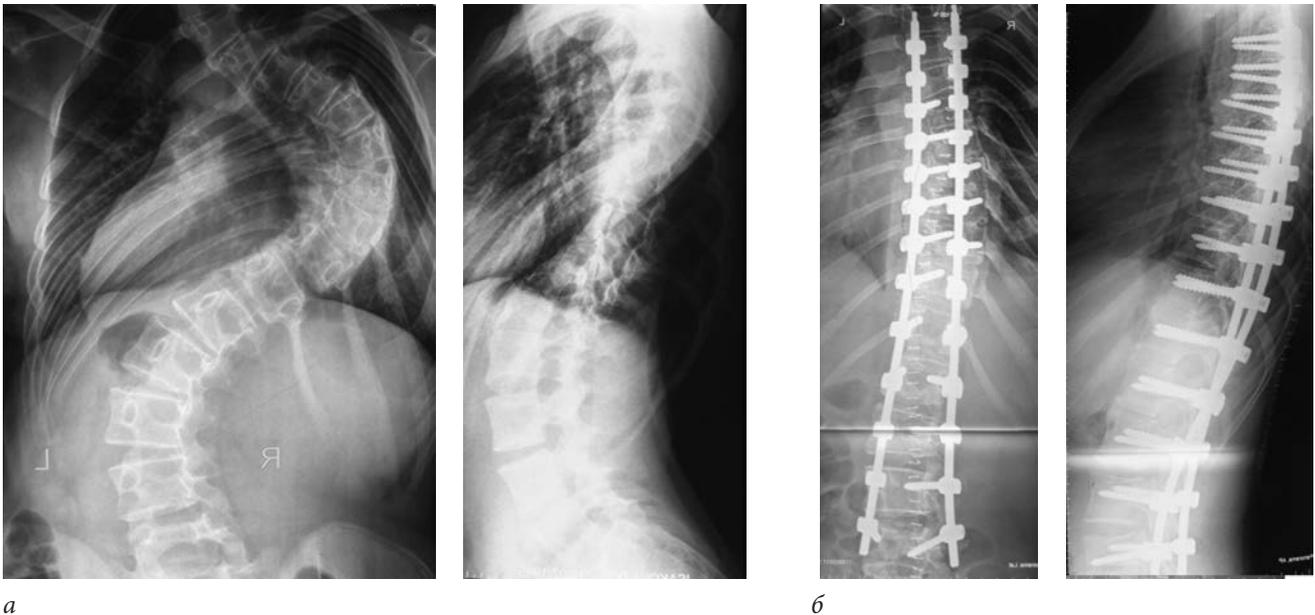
Рентгенограммы позвоночника пациента С., 16 лет. Идиопатический правосторонний грудной сколиоз IV степени, тип Lenke I: *a* — до операции, угол деформации 113° по Cobb; *б* — после дискэктомии и корпородеза на вершине дуги деформации, курса скелетного краниотибиального вытяжения в течение 12 дней, дорсальной коррекции деформации транспедикулярной металлоконструкцией, угол деформации 18° по Cobb
